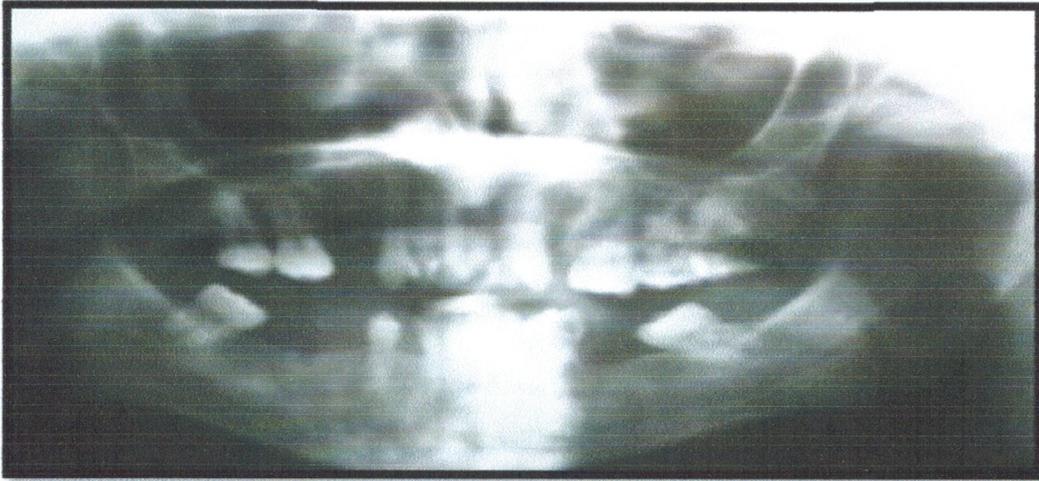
radiographie panoramique dentaire du cas n°7
